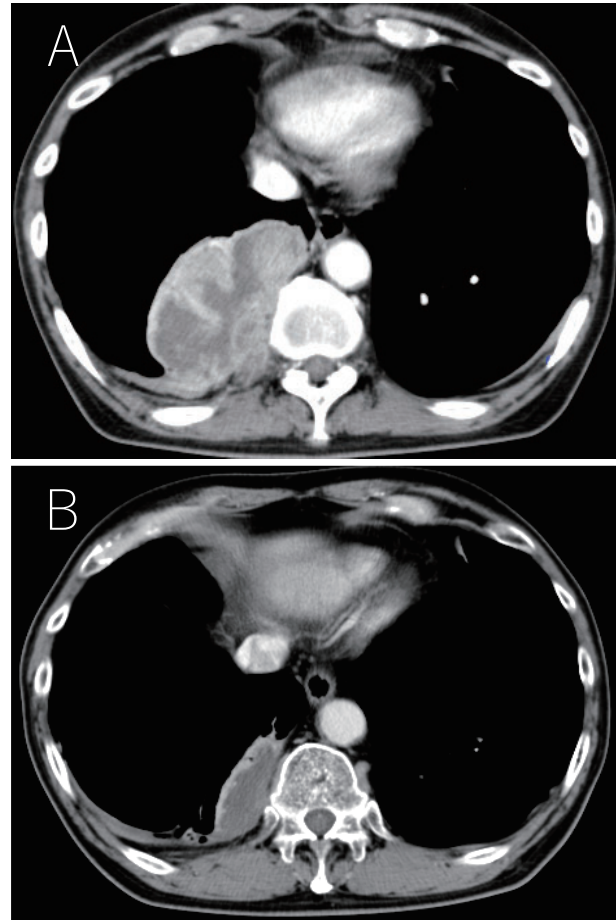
Chest computed tomography (CT) showed (A) a large tumor in the right lower lobe and (B) that the tumor decreased in size after four courses of pembrolizumab therapy.
